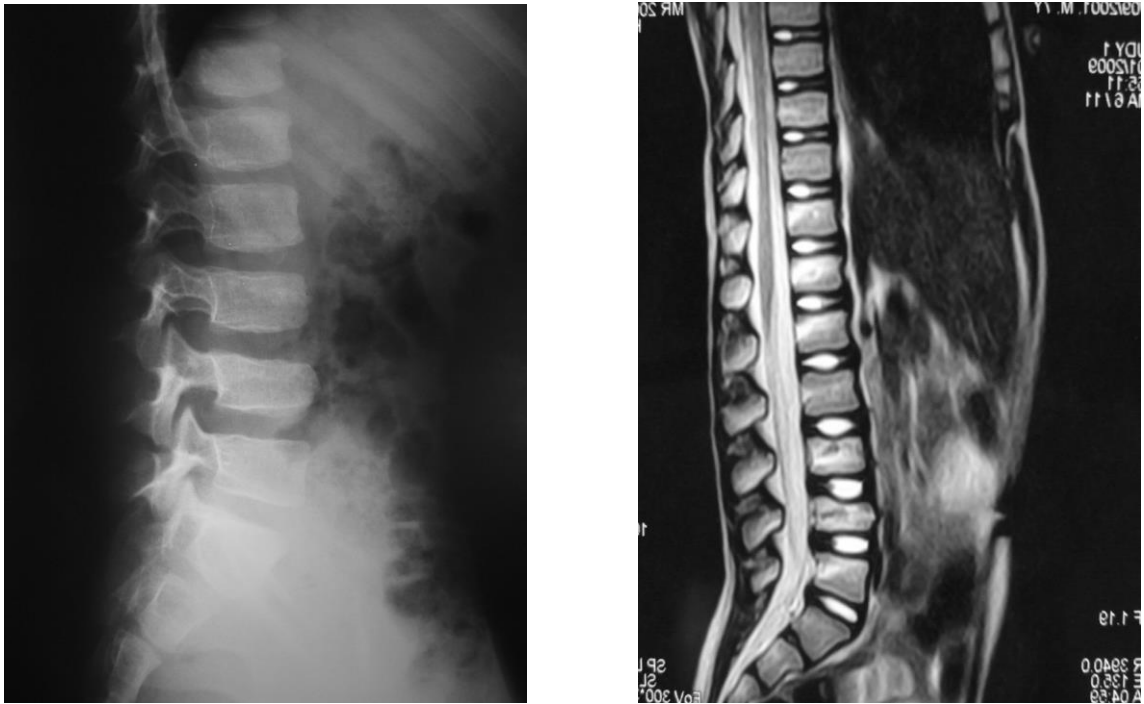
Рентгенограмма в боковой проекции (лёжа) и МРТ поясничного отдела позвоночника пациентки С. 7 лет. Индекс клиновидности L3 =0,8 и L4 =0,6
